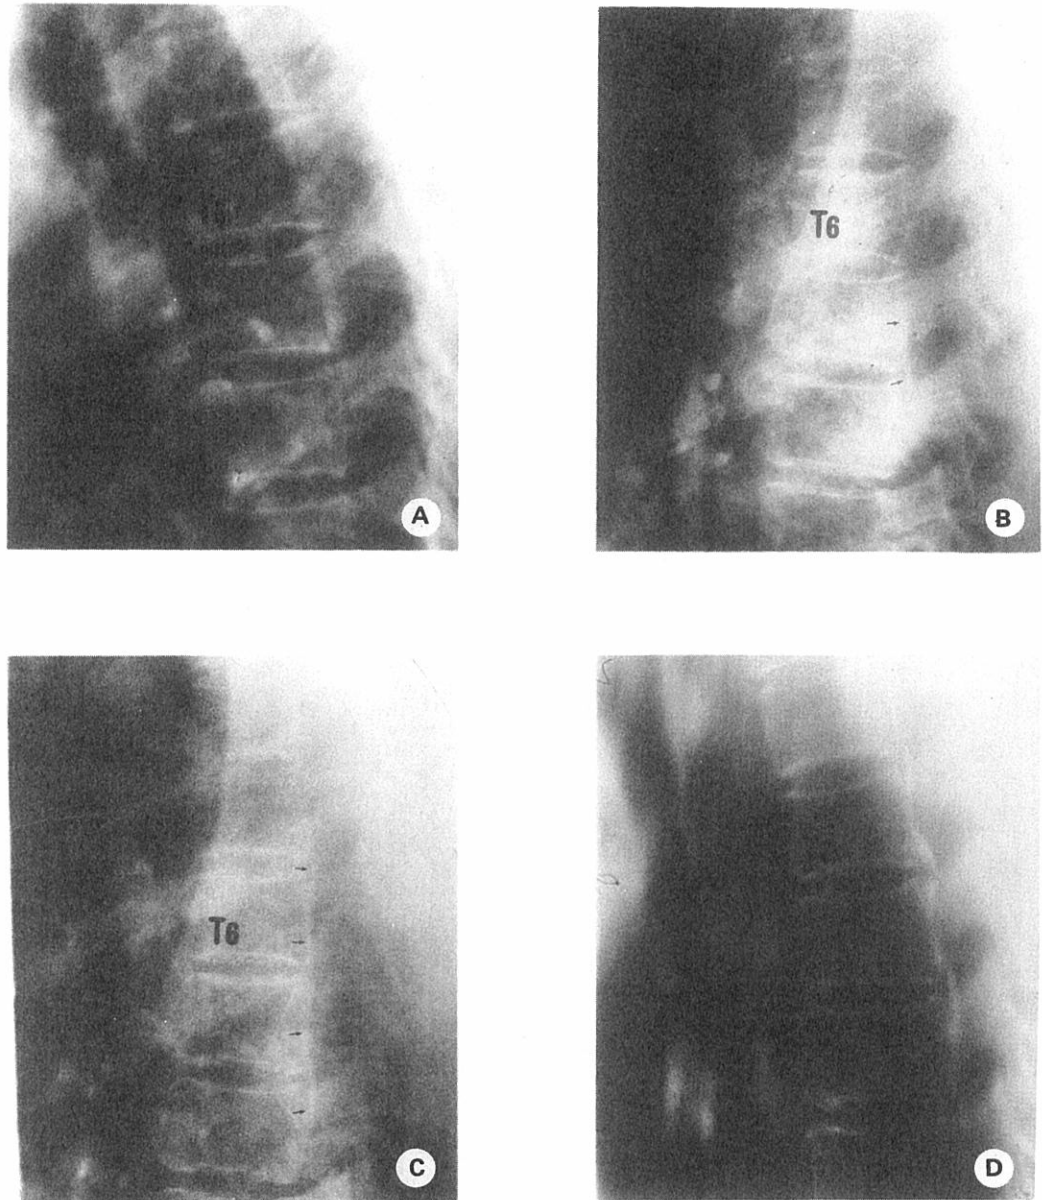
(Case 2) A: Lateral radiograph of the thoracic spine in 1964 at age 33 years shows no definite abnormality; the apparent ossification near the vertebral body is due to scapula. B: Lateral chest radiograph in 1968 shows thin linear thoracic PLLO posterior to the intervertebral space at T7-8, continuous with a linear density in or along the posterior aspect of T7 (✓). C: Lateral chest radiograph in 1972. D: Lateral tomogram of the thoracic spine in 1978 shows extensive PLLO.
